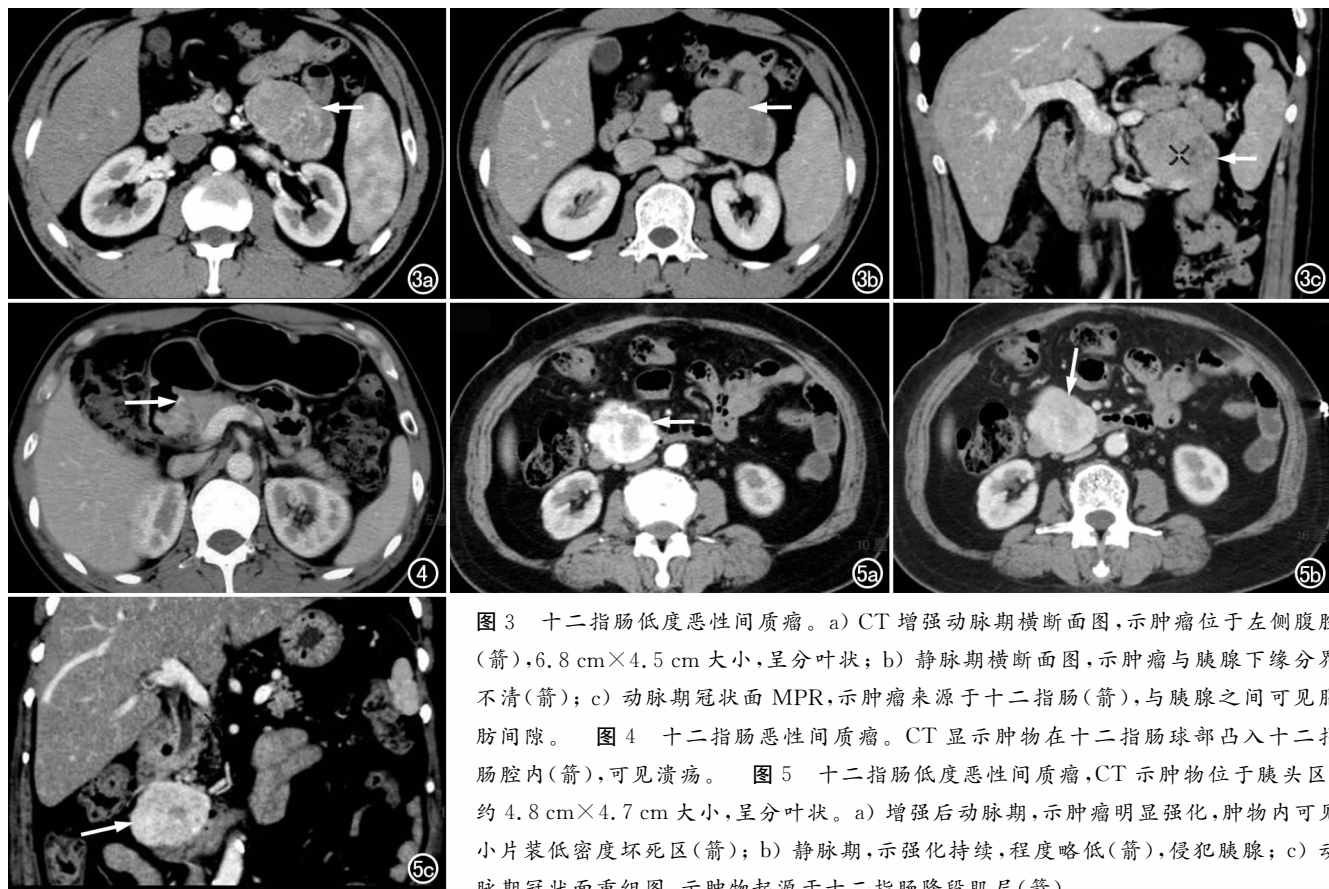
十二指肠低度恶性间质瘤。a) CT 增强动脉期横断面图, 示肿瘤位于左侧腹腔(箭), 6.8 cm×4.5 cm 大小, 呈分叶状; b) 静脉期横断面图, 示肿瘤与胰腺下缘分界不清(箭); c) 动脉期冠状面 MPR, 示肿瘤来源于十二指肠(箭), 与胰腺之间可见脂肪间隙。图4 十二指肠恶性间质瘤。CT 显示肿物在十二指肠球部凸入十二指肠腔内(箭), 可见溃疡。图5 十二指肠低度恶性间质瘤, CT 示肿物位于胰头区, 约 4.8 cm×4.7 cm 大小, 呈分叶状。a) 增强后动脉期, 示肿瘤明显强化, 肿物内可见小片装低密度坏死区(箭); b) 静脉期, 示强化持续, 程度略低(箭), 侵犯胰腺; c) 动脉期冠状面重组图, 示肿物起源于十二指肠降段肌层(箭)。
